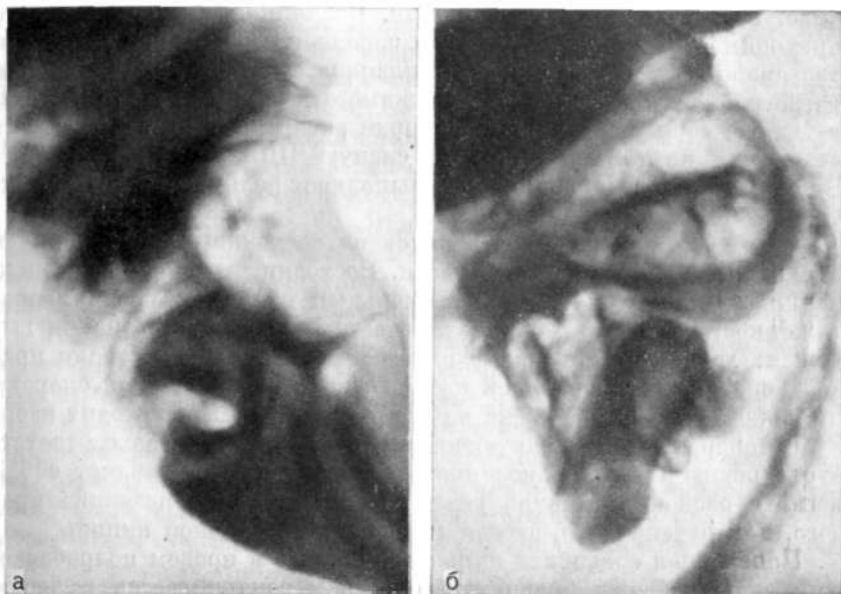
Прицельные рентгенограммы илеоцекального отдела. Изображение илеоцекального клапана в виде краевого (а) и центрального (б) дефекта наполнения с щелевидными депо бариевой взвеси в центре.
